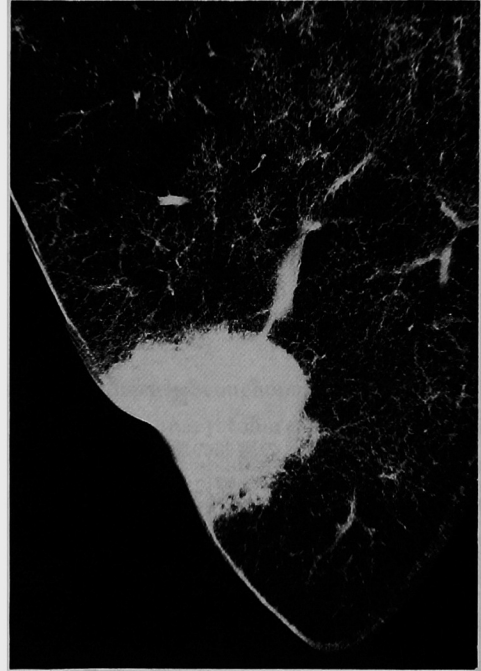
c 軟X線写真、胸膜の陥入を伴う結節影と静脈影はCTに良く一致している。
